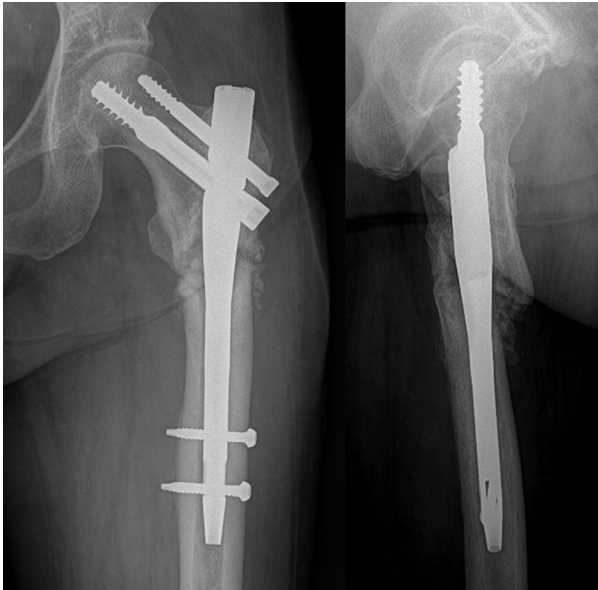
Revision surgery was performed by exchanging the cephalomedullary nail (size 11 mm) and autogenous iliac bone graft. Follow-up radiographs of the left hip 5 month postoperatively show delayed incorporation of graft materials.
